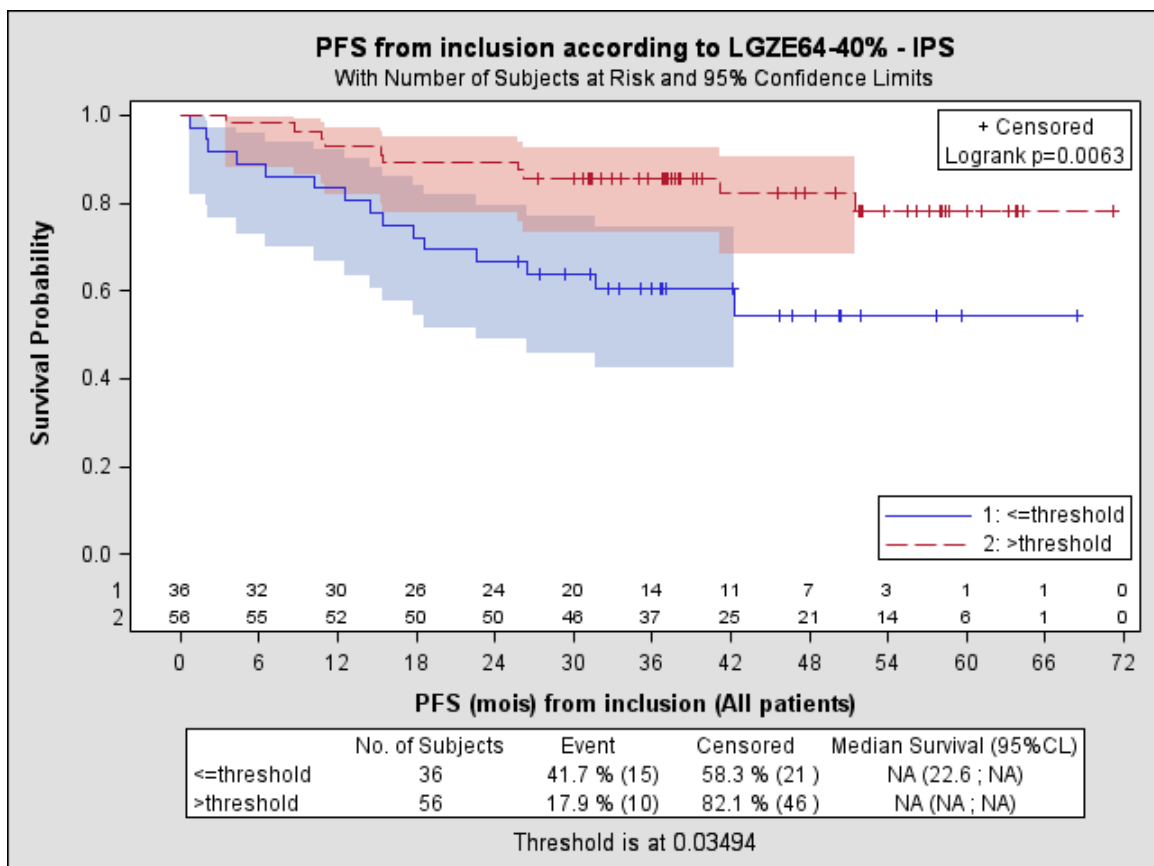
Représentation de la survie sans évènement des patients selon l'indice LGZE obtenu avec la méthode de segmentation à 40% de la SUVmax.
